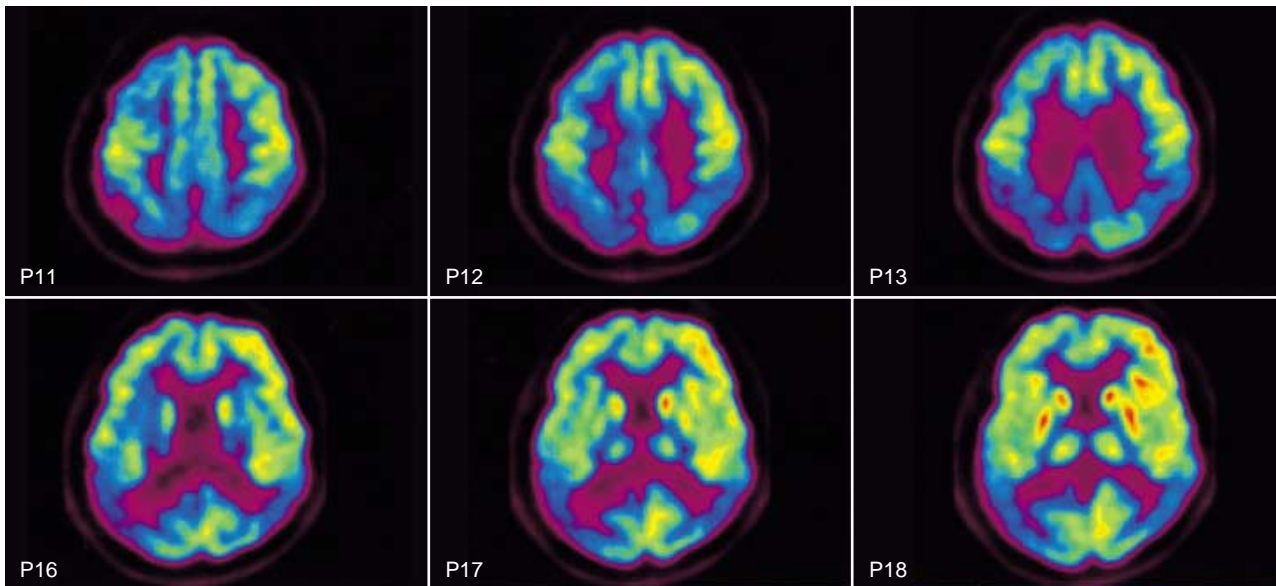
Brain FDG-PET of a patient belonged to the frontal AD group. Brain FDG-PET shows a decreased glucose uptake in the frontal lobes, more on the right side, in addition to bilateral temporoparietal hypometabolism which is typical of Alzheimer's disease.
